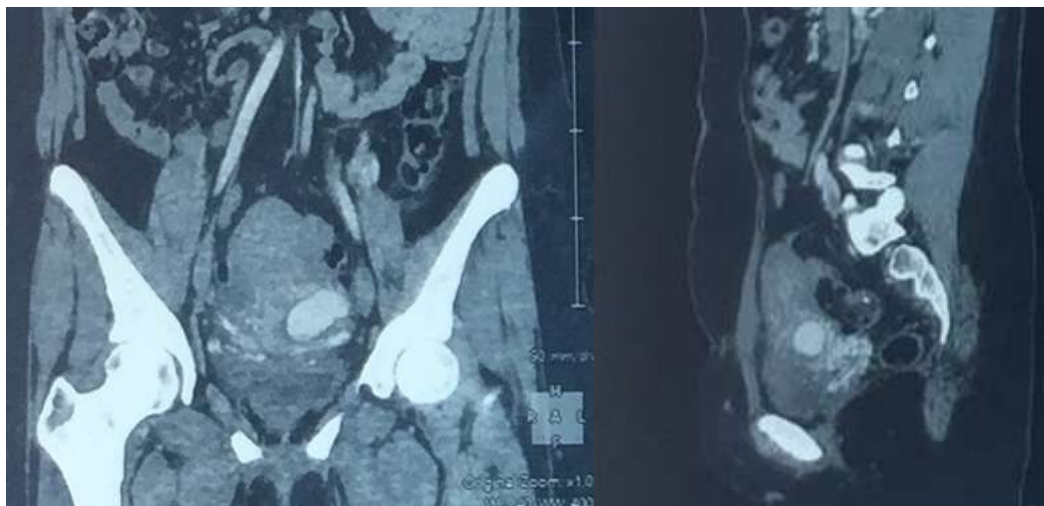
Figure b:- TDM pelvienne montrant une dilatation anévrysmale au dépend de l'artère utérine gauche.
